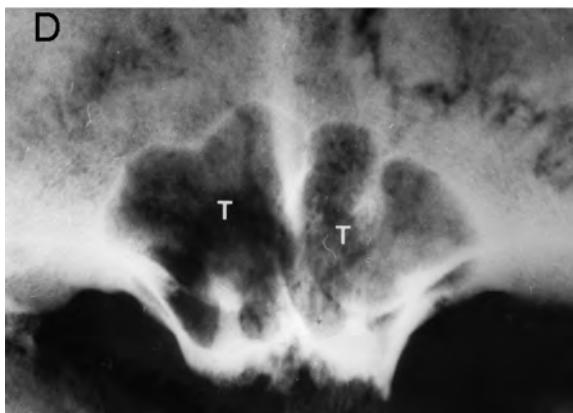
Radiografia de la lesió de la figura precedent, on marquem en "T" els dos sins i ens permet constatar que l'envà sinusal, en aquest cas, està a nivell del pla sagital. D, costat dret.
